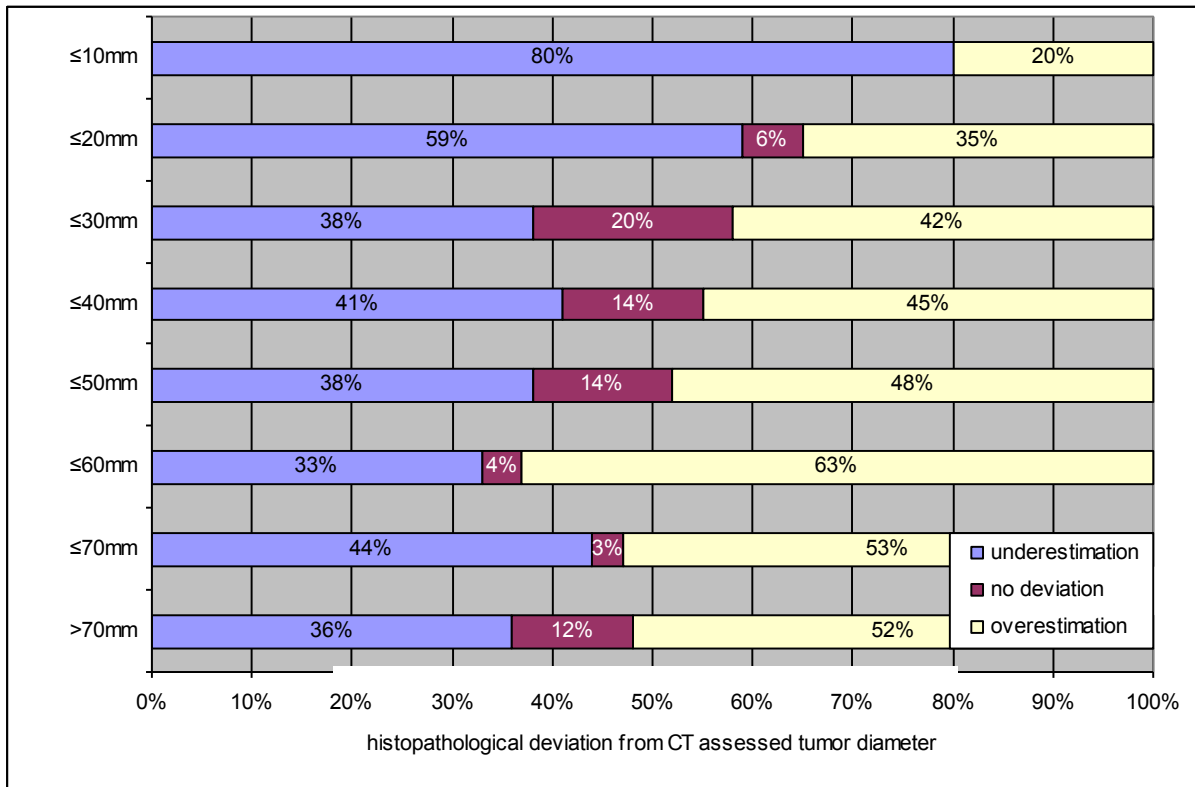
Über- und Unterschätzung des Durchmessers von Nierenzellkarzinomen in der präoperativen Schnittbildgebung mittels Computertomographie.
